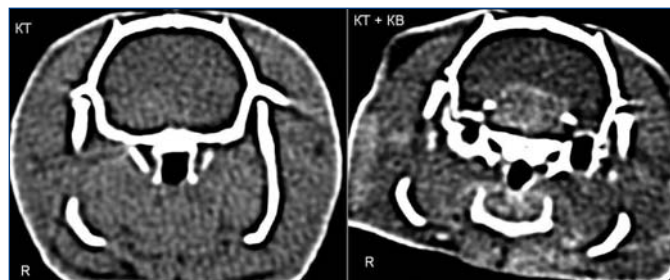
Визуализация интракраниального НО (предположительно АГ) до контрастирования (КТ) и с внутривенным контрастированием йогексолом в дозе 700 мг/кг (КТ + КВ)
